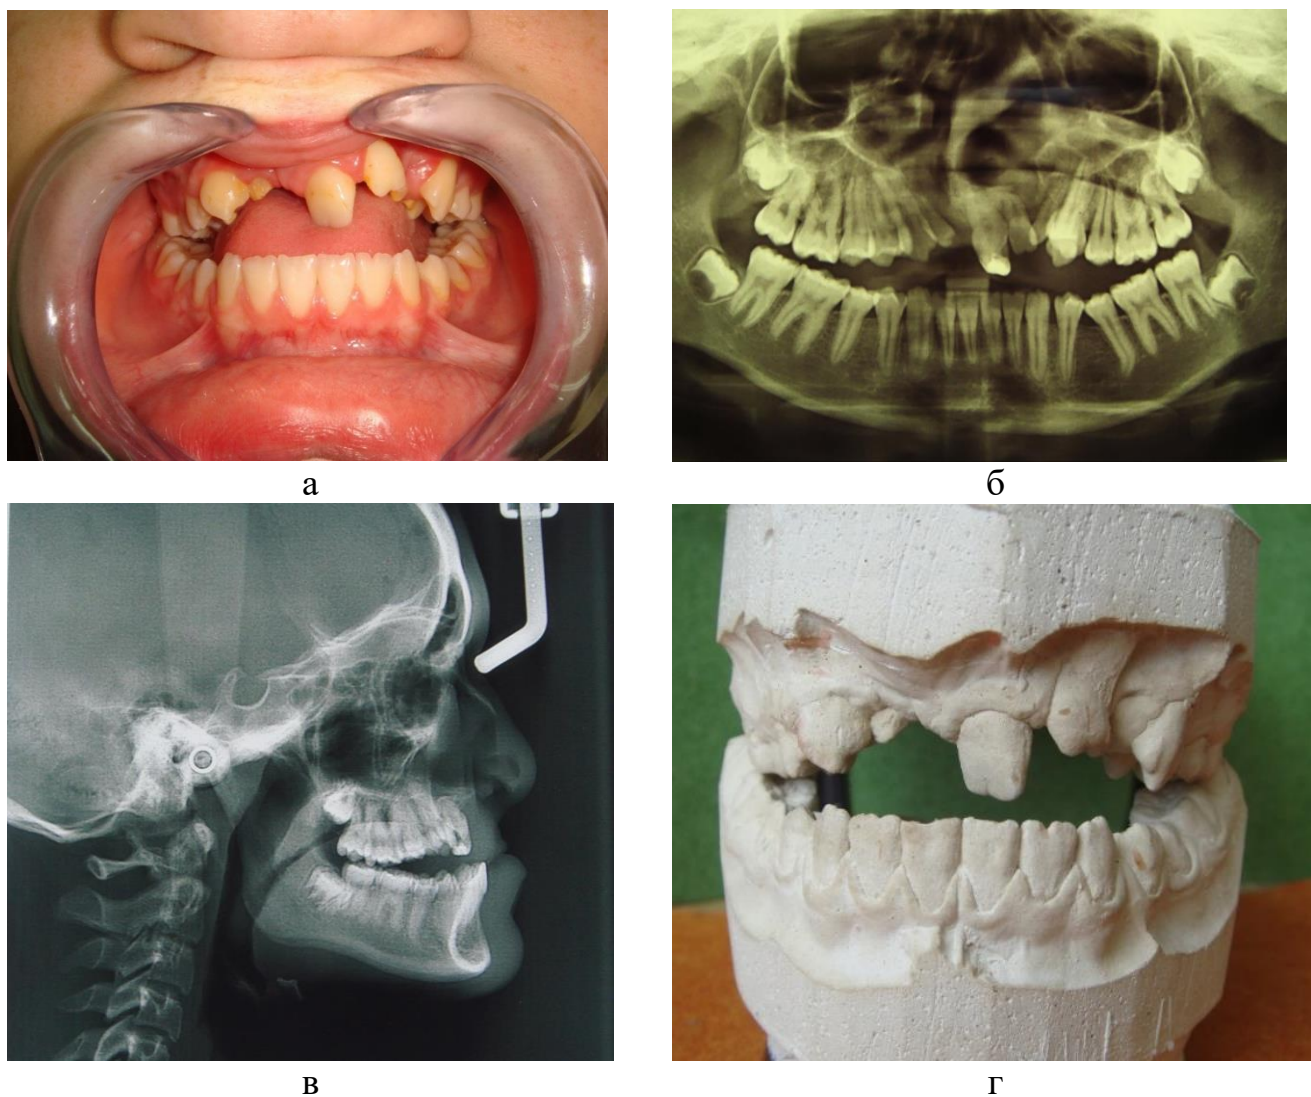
Хвора Х.В.О., 16 років. а – вигляд порожнини рота до лікування; б – панорамна рентгенографія; в – бічна телерентгенографія; г– діагностичні моделі
